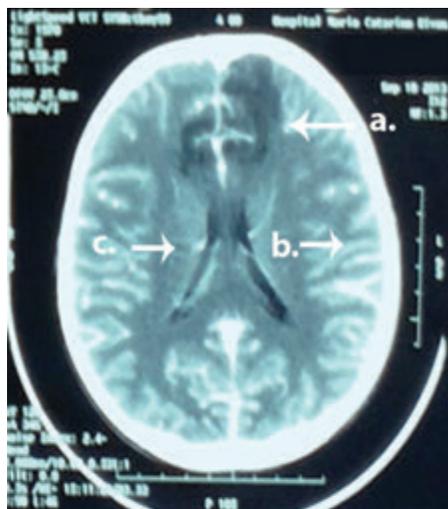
TAC cerebral sin contraste, sexto día evolución.
